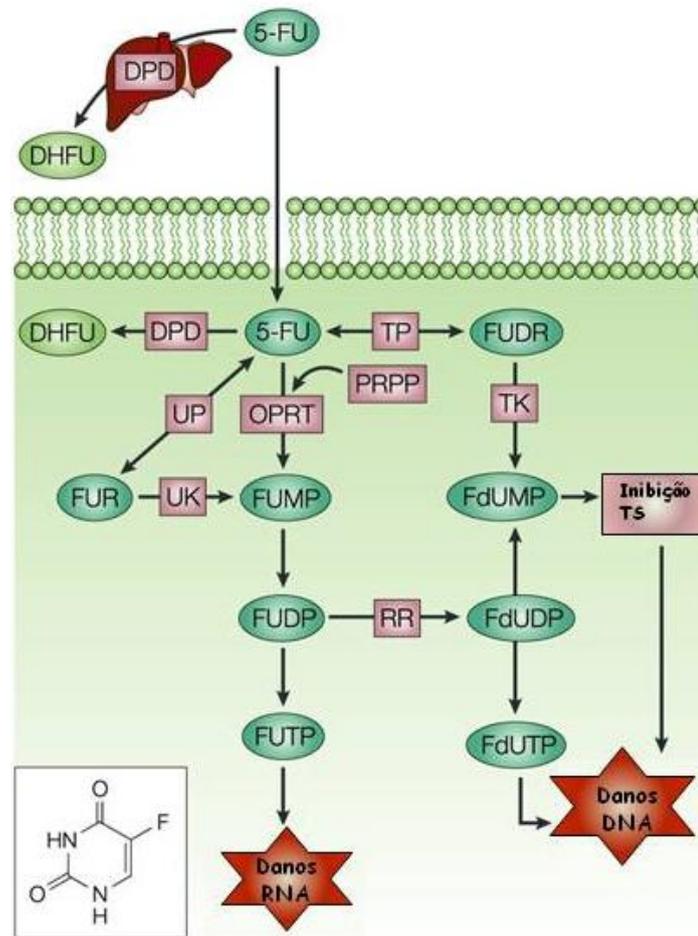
Metabolismo de 5-Fluorouracil. 5-FU – 5-Fluorouracil; DPD – diidropirimidina desidrogenase; DHFU - diidrofluorouracil; OPRT – orotato fosforibosiltransferase; PRPP – fosforibosil pirofosfato; FUMP – monofosfato de fluorouridina; FUDP – difosfato de fluorouridina; FUTP – trifosfato de fluorouridina; RR - ribonucleotídeo redutase; FdUMP – monofosfato de fluorodeoxiuridina; FdUDP – difosfato de fluorodeoxiuridina; FdUTP – trifosfato de fluorodeoxiuridina; TS – timidilato sintase; TK – timidina cinase; TP – timidina fosforilase; UP – uridina fosforilase; FUR - fluorouridina; UK – uridina cinase; FUDR - fluorodeoxiuridina.
